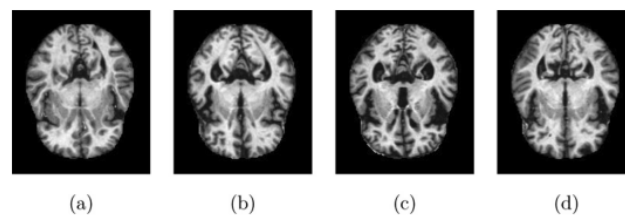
MR image examples for different Dementia stages: (a) None Demented (ND), (b) Moderated Demented (MoD), (c) Mild Demented (MD), and (d) Very Mild Demented (VmD), from left to right, respectively.
